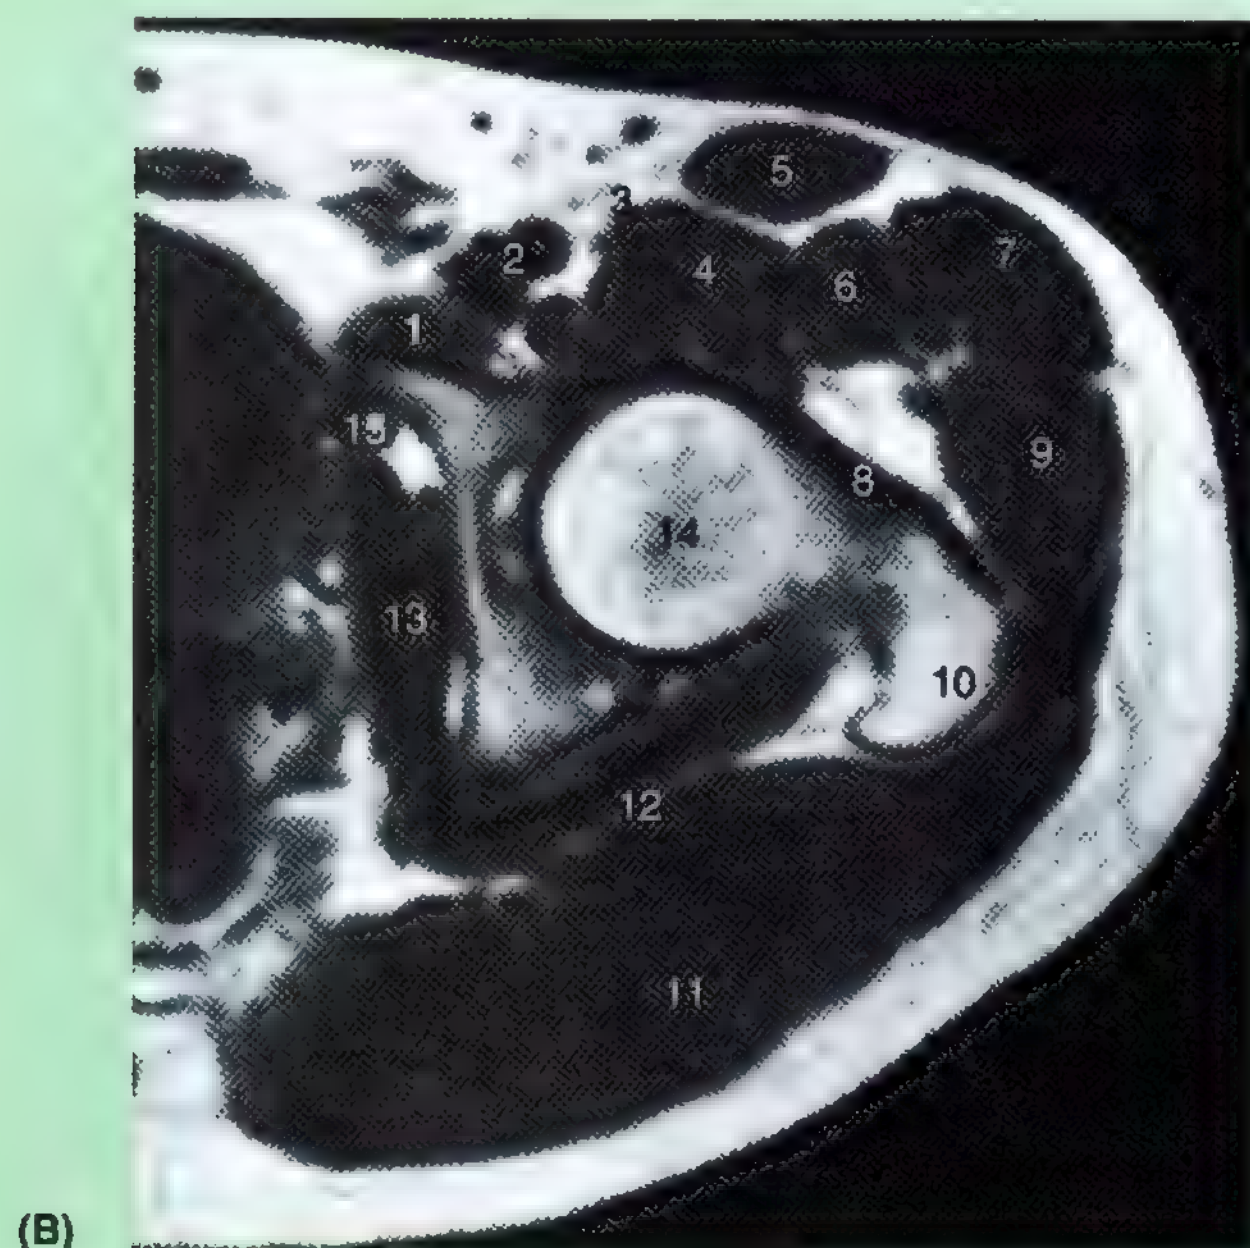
(Continuación) B. RM. Los números se refieren a las estructuras marcadas en (A). (Cortesía del Dr. W. Kucharczyk, Profesor y Director del Departamento de Imagen Médica, Universidad de Toronto, y Director Clínico del Centro de Resonancia Magnética Trihospitalaria, Toronto, Ontario, Canadá.)
